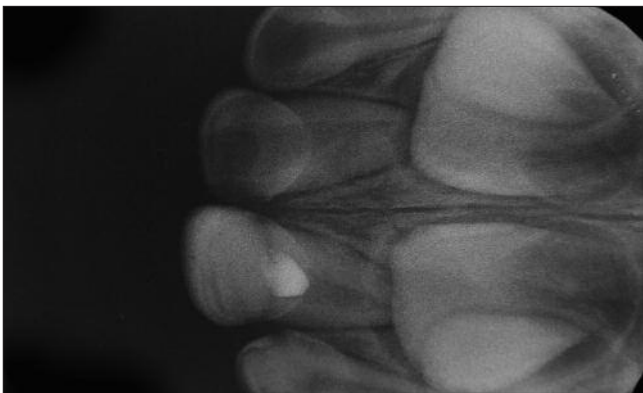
Radiografia inicial. Observar aspecto de normalidade na região periapical e presença de pulpotomia no dente 61
